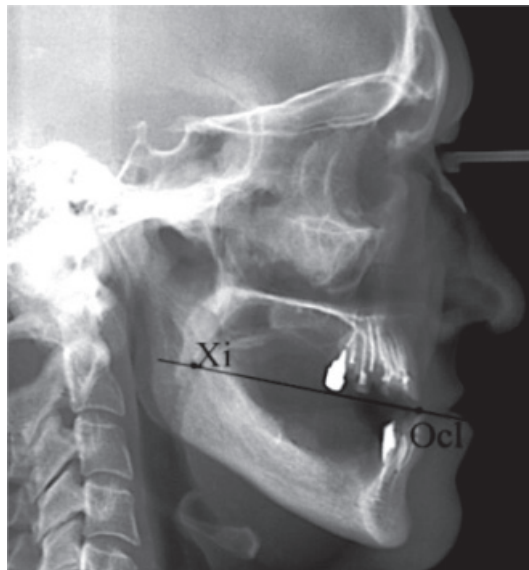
Проекция протетической плоскости на телерентгенограмме
